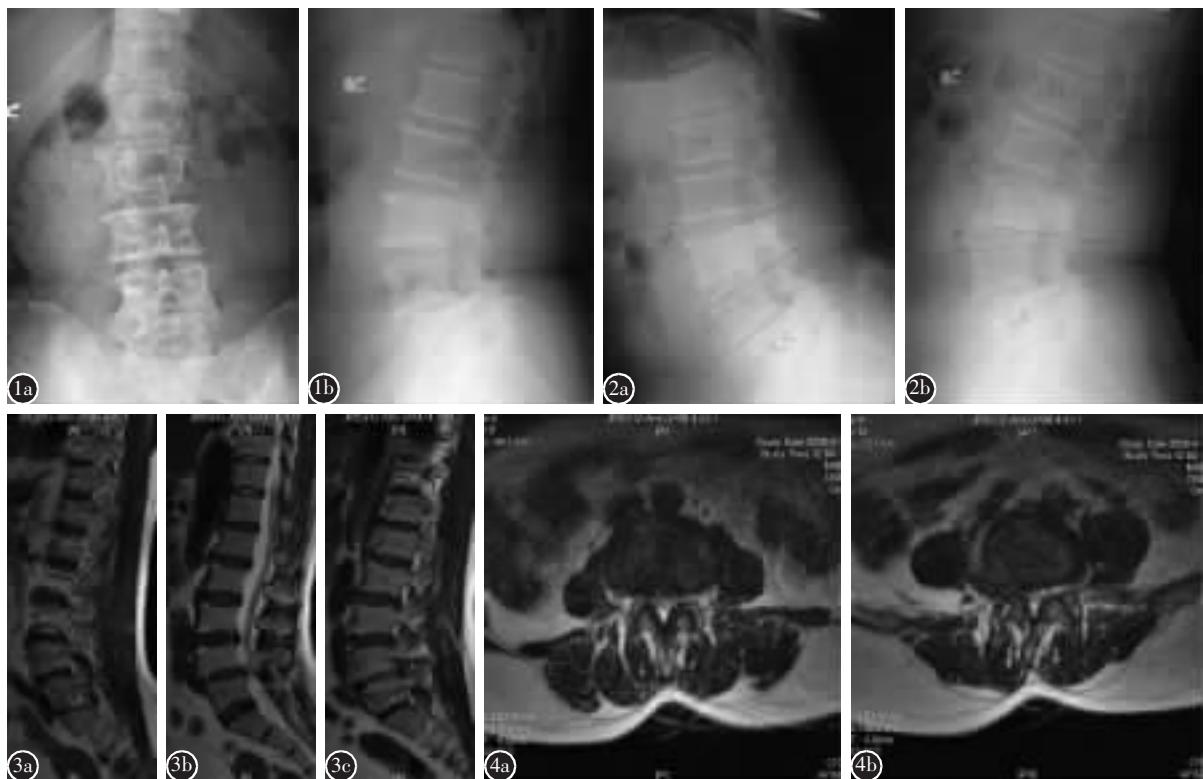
a 腰椎正位X线片示腰椎轻度右侧凸，多节段椎体边缘骨质增生 b 腰椎侧位X线片示L4/5节段椎间隙变窄，终板硬化，L4椎体向前方Ⅰ度滑脱 图2 a、b 动力位X线片示L3/4、L4/5节段测量未见节段性不稳 图3 a、b、c 腰椎矢状位MRI T2(从左至右)示L4/5节段椎管狭窄，L3/4轻度椎管狭窄，右侧旁正中矢状位可见L4/5椎间孔内脂肪影消失，L3/4节段可见相应终板ModicⅡ期改变 图4 腰椎MRI轴状位扫描(a为L3/4,b为L4/5)示L3/4节段中央管轻度狭窄，L4/5节段偏向右侧的极外侧型椎间盘突出，神经根受压
